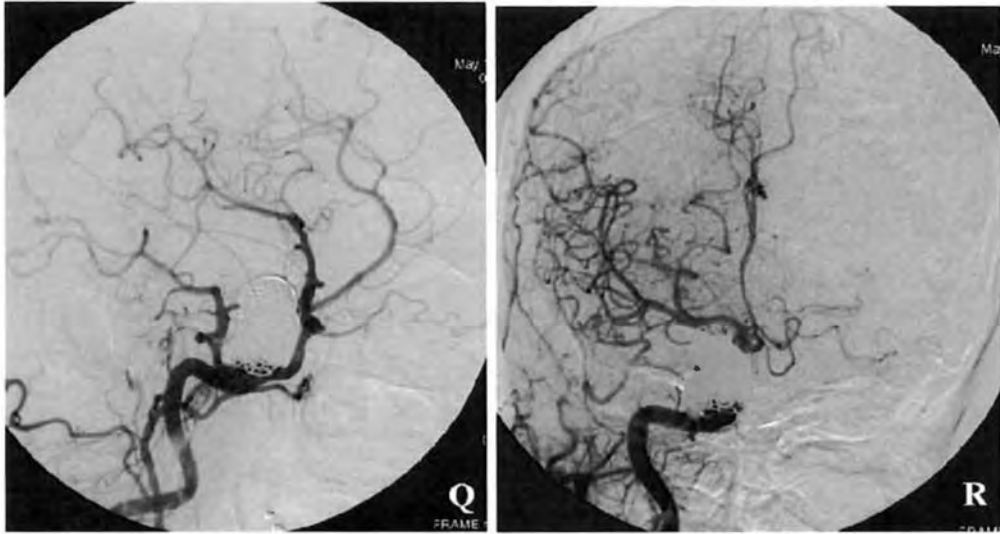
Exemplo de aneurisma gigante parcialmente trombosado da carótida interna cavernosa direita, junto à origem de uma artéria trigeminal persistente que recanalizou e necessitou retratamento. A, B e C) Cortes de RM pesadas em T1 após injeção de contraste paramagnético, demonstrando grande aneurisma parcialmente trombosado na topografia descrita, em cortes axial, coronal e sagital, respectivamente. D) Imagem ponderada em FLAIR, demonstrando isquemia cortical distal por embolia proveniente do aneurisma.
